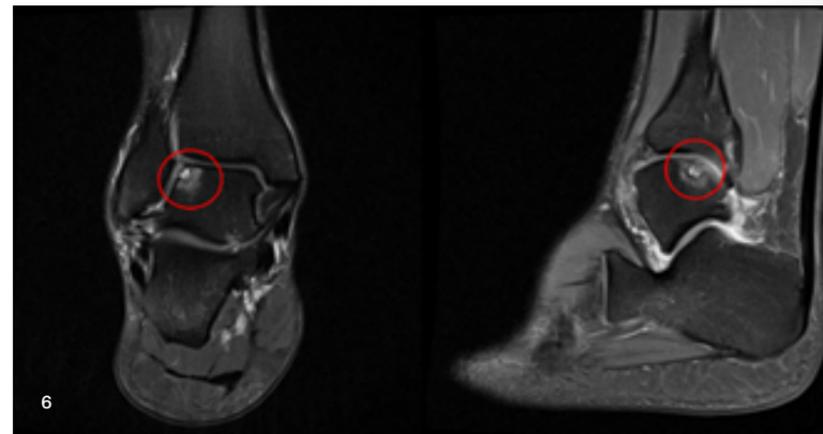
MRT-Bild einer typischen osteochondralen Läsion am lateralem Talus im OSG
